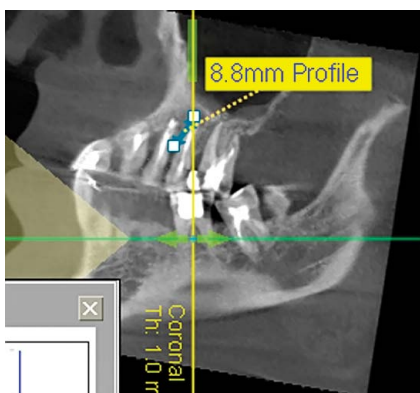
Результаты трёхмерного рентгенологического 3D-исследования плотности костной ткани пациента М. после лечения 36 месяцев.
